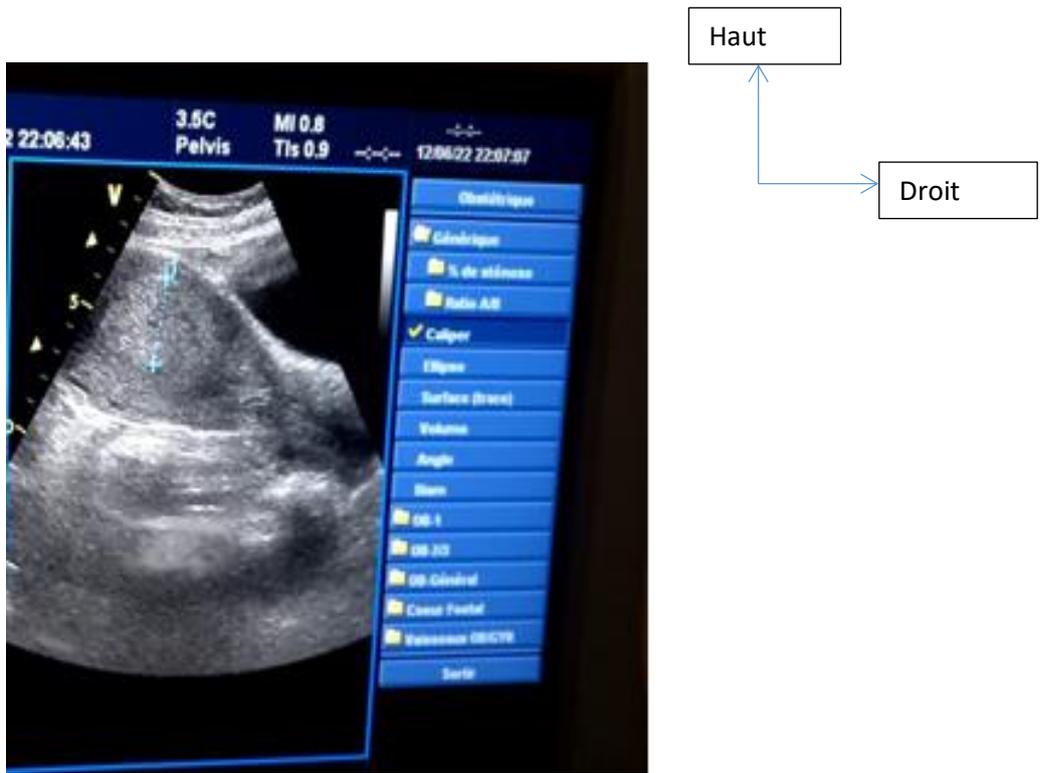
Aspect échographique de l'épaississement endométrial de la corne vide mesurant 30 mm.
